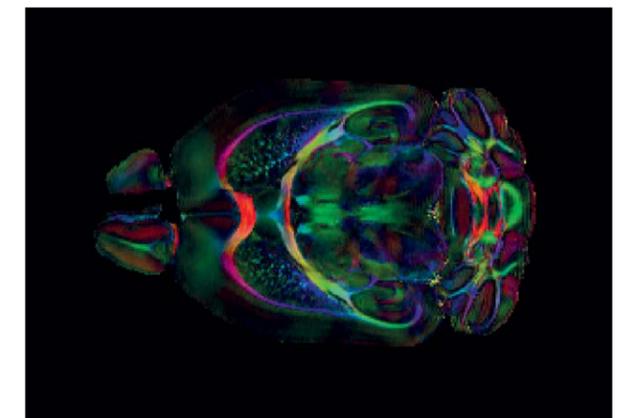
Esta imagem de ressonância magnética (MRI) mostra as direções nas quais a água se difunde ao longo dos tratos de fibras no cérebro de um rato. Cada cor representa uma direção diferente.
